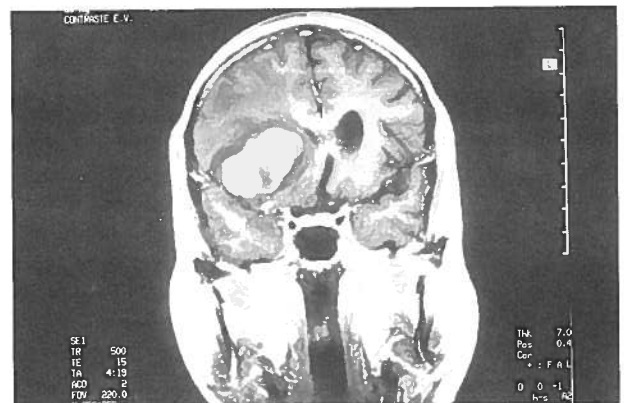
RM cerebral mostrando LOE profunda da região direita
